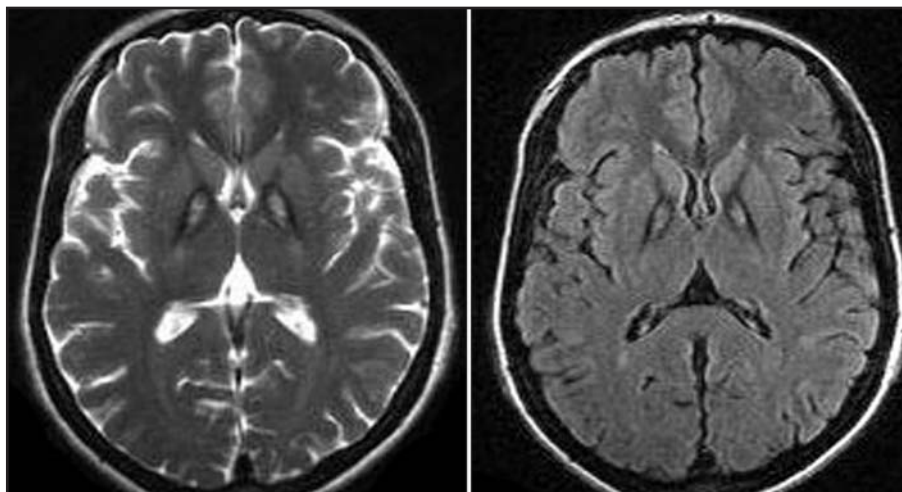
A) Imagem de ressonância magnética axial, seqüência Spin Echo ponderada em turbo T2. B) Imagem de ressonância magnética axial, seqüência FLAIR. Observar a lesão restrita ao globo pálido, não há envolvimento do putame ou redução de volume da cabeça do núcleo caudado.
